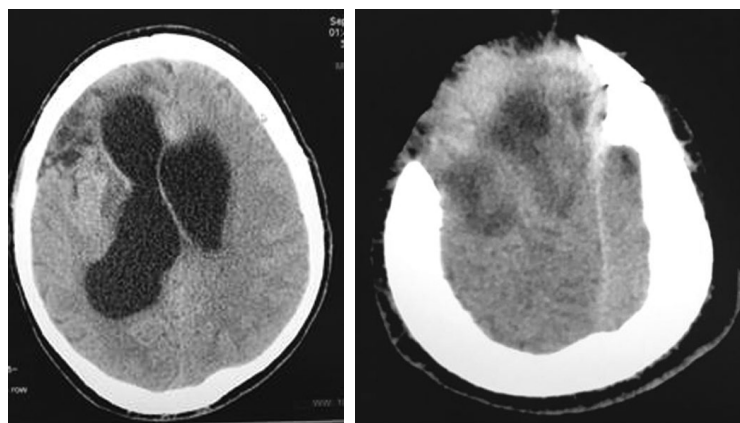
КТ головного мозга при поступлении в стационар.
